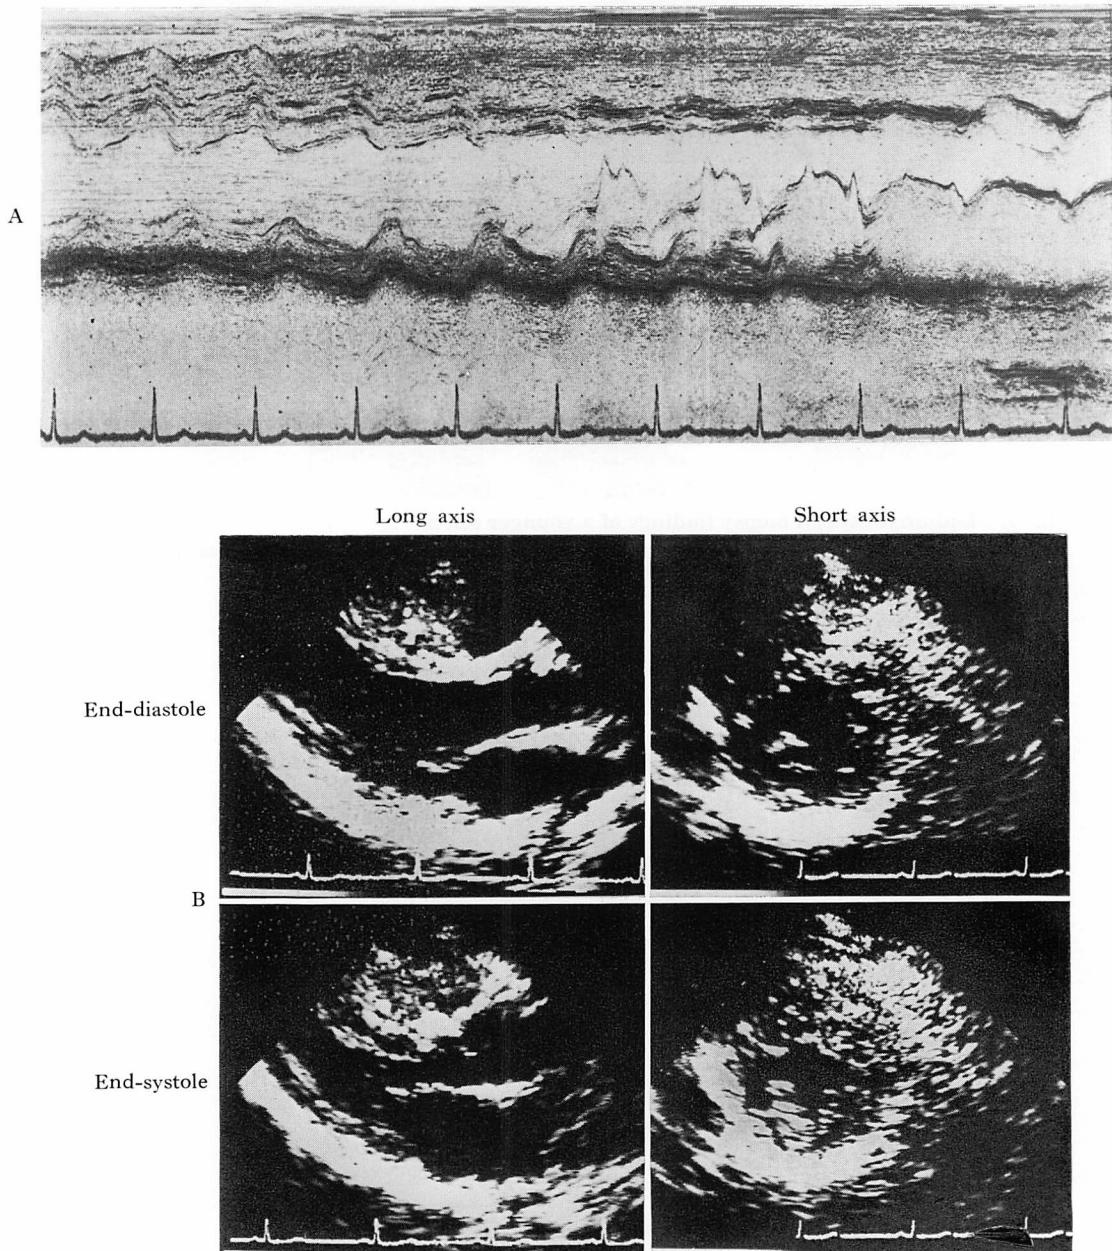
M-mode and two-dimensional echocardiograms of the mother.
